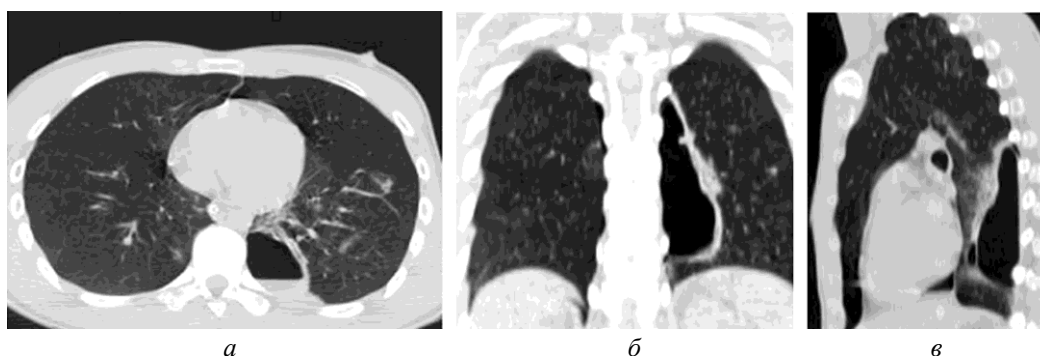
МСКТ. Тяжелая краниоторакальная травма. Ушиб легких (а), разрыв нижней доли левого легкого с формированием пневматоцеле, ограниченного пневмоторакса слева (б, в)
